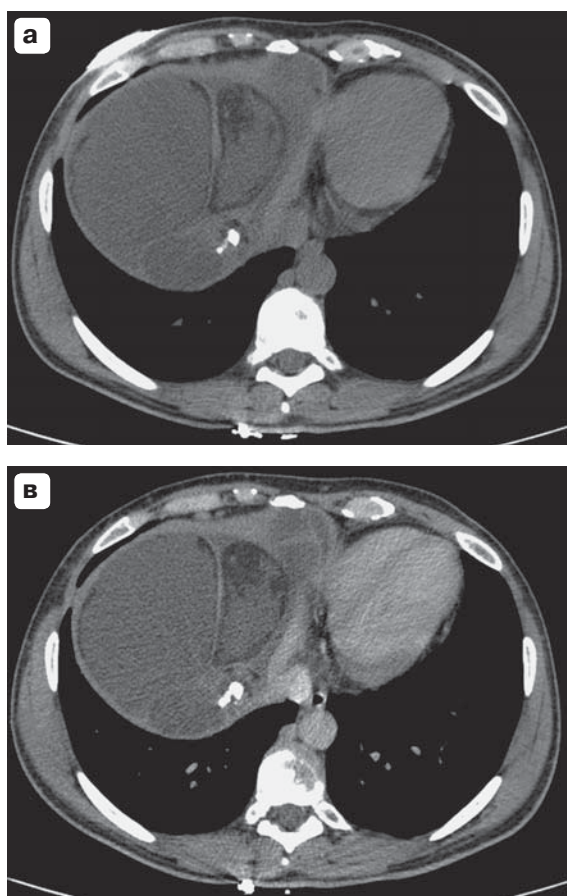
Компьютерная томограмма. Особенности накопления контрастного препарата образованием. а – нативная фаза; б – артериальная фаза; в – венозная фаза; г – отсроченная фаза.
